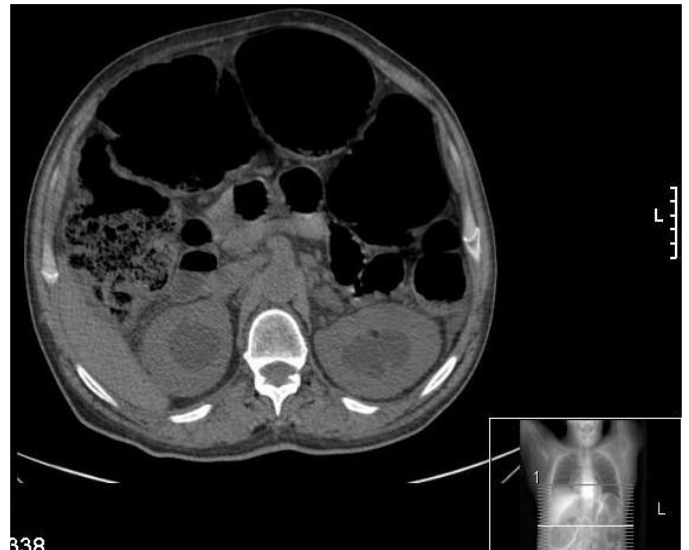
Imagem de radiografia do abdômen em pé e TC abdominal.
